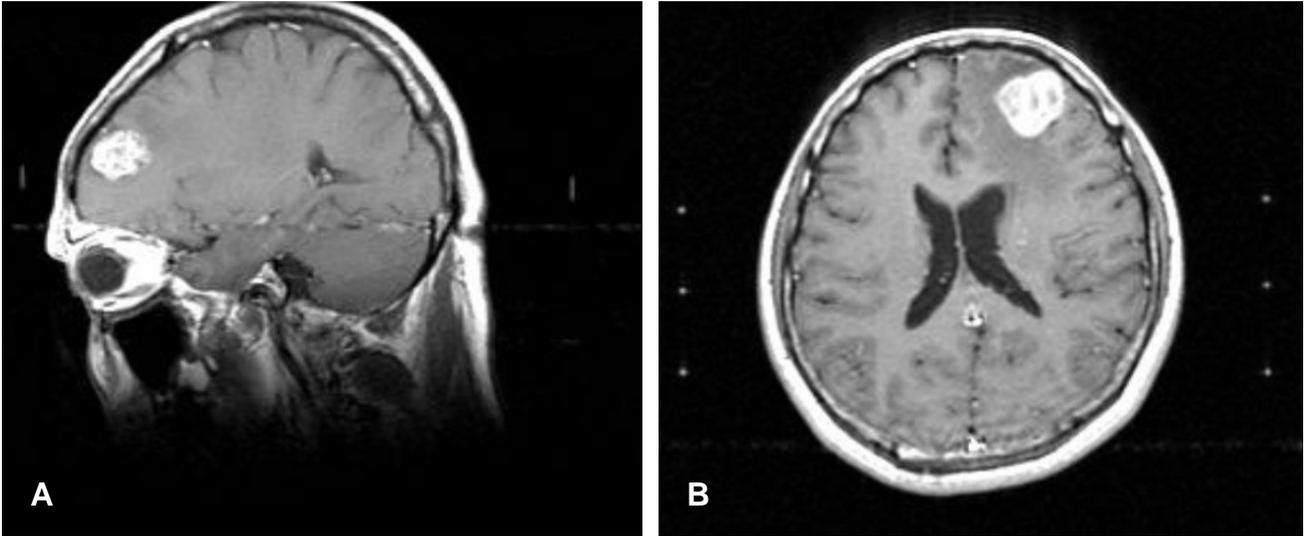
Brain magnetic resonance imaging shows a well-enhanced left frontal lobe mass surrounded by a low signal edematous lesion.
